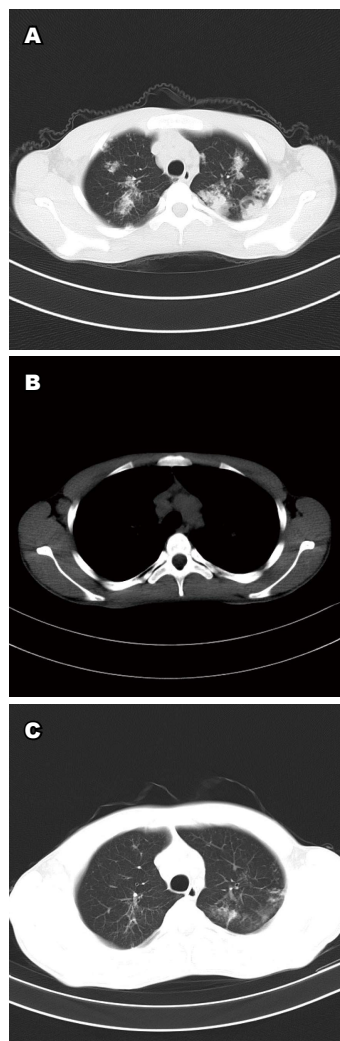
抗结核治疗前后胸部CT比较. A: 胸部CT(2015-02-07, 抗结核治疗前): 双肺继发型肺结核(部分空洞形成); B: 显示治疗前纵隔淋巴结增多、增大; C: 胸部CT(2015-05-04, 抗结核治疗3 mo后): 双肺继发型肺结核(部分空洞形成), 纵隔淋巴结增多、增大, 与2015-02-07 CT图像比较双肺病灶减少, 部分空洞减少. CT: 计算机断层扫描。
